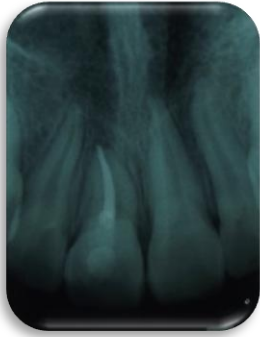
Radiografía periapical de control final.
